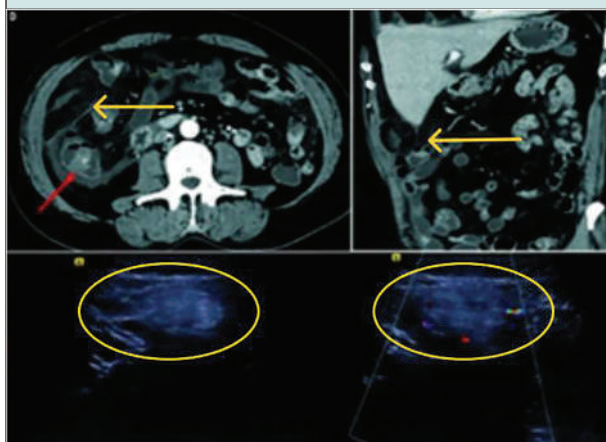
Визуализация инфаркта сальника при компьютерной томографии
